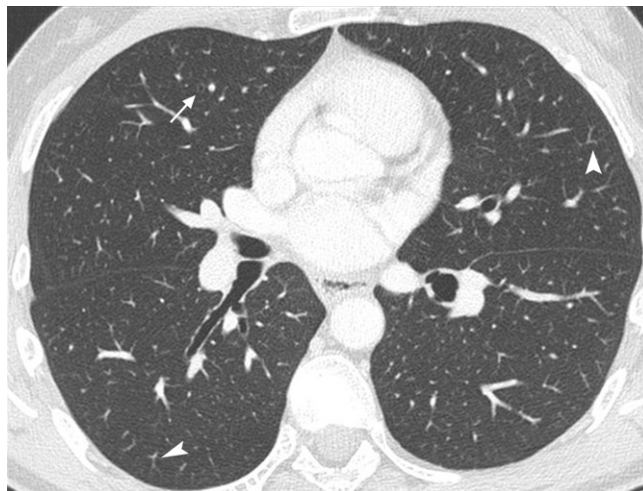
Aspect normal du parenchyme pulmonaire et du lobule secondaire en TDM.
